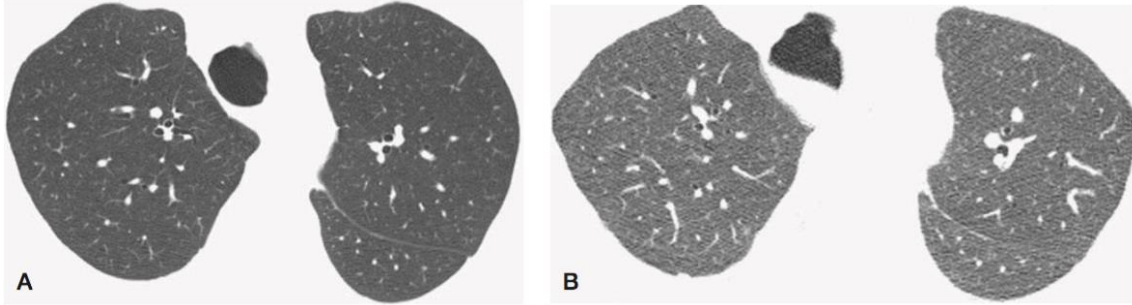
Imágenes de TC (a) Inspiración y (b) Post espiración normal. La imagen inspiratoria (a) muestra atenuación pulmonar homogénea. (b) Después de la espiración, ha habido una reducción significativa en el volumen pulmonar asociada con un aumento en la atenuación pulmonar. La atenuación pulmonar sigue siendo homogénea. Observe el aplanamiento de la membrana traqueal posterior.
